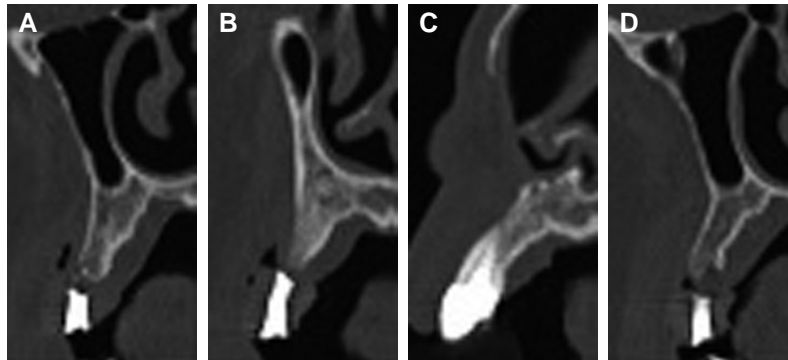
The CBCT images at the maxilla. (A) #16, (B) #15, (C) #13, (D) #26.
